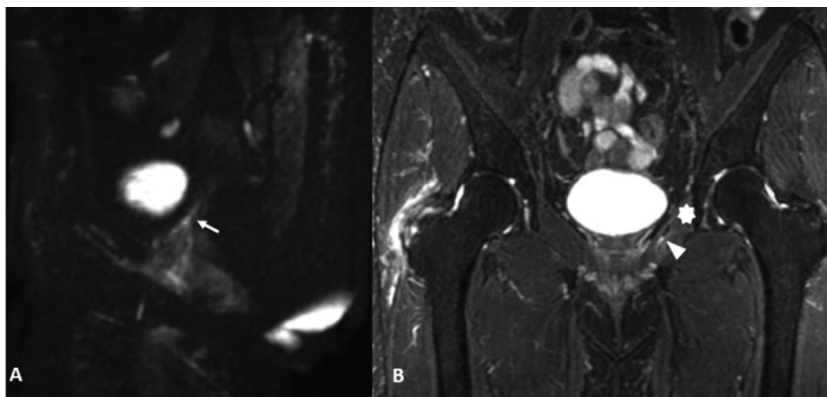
Paciente con diagnóstico de polineuropatía crónica idiopática. Secuencia en ponderación T2 con supresión grasa que muestra engrosamiento difuso e hiperseñal del ramo L5 (A) y S1 (B) de ambos lados. (C) Secuencia de Difusión (DWI) con reconstrucción oblicua y seguimiento del NP izquierdo (flecha blanca), el cual muestra elevada señal e incremento de su espesor. (D) Plano coronal en ponderación T2 con supresión grasa, donde se observa al NP izquierdo en su recorrido por el Canal de Alcock con las características ya mencionadas en la figura C (cabeza de flecha) y cambios pos-denervatorios en el músculo obturador interno homolateral (asterisco).
